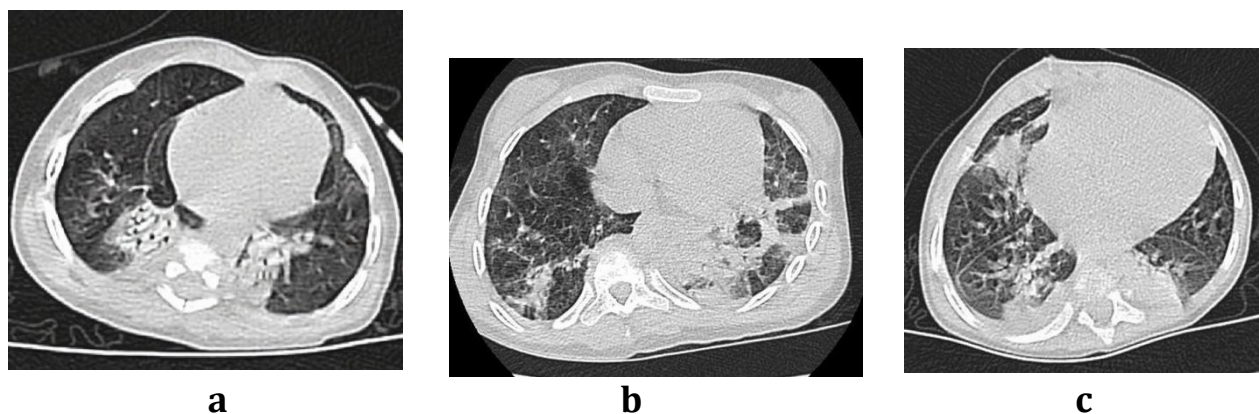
Axial CT image of three-year-old girl with a positive RT-PCR test result. Bilateral diffuse ground glass opacity and consolidation, accompanied by air bronchogram are seen.
